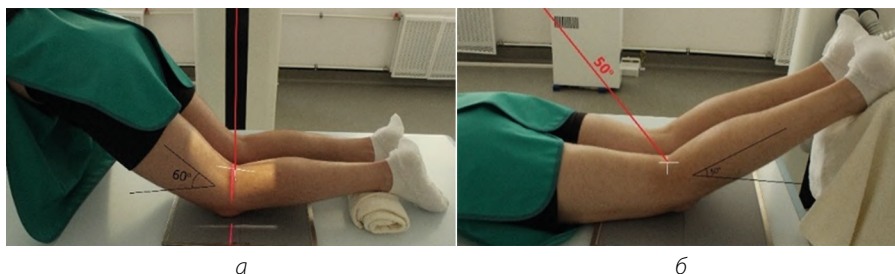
Рентгенография коленного сустава. Передняя аксиальная проекция (межмыщелковая ямка): а – укладка по Холмбладу; б – укладка на животе
